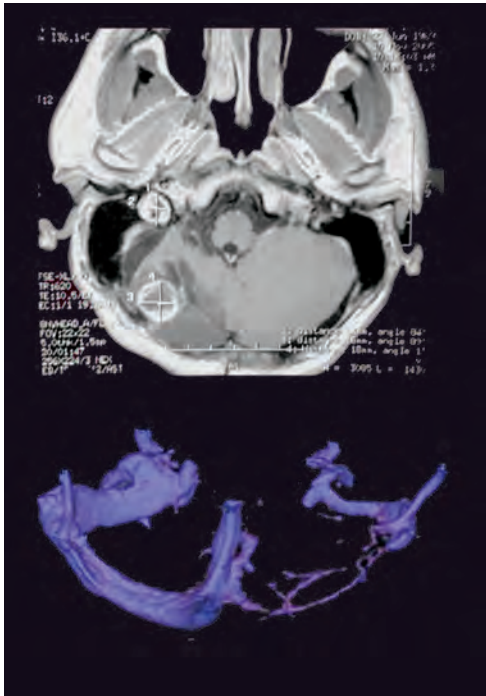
Golfo da jugular dominante direito (hipoplasia do seio venoso lateral esquerdo) determinando pseudolesão. Observa-se ainda metástase do hemisfério cerebeloso (RM).
